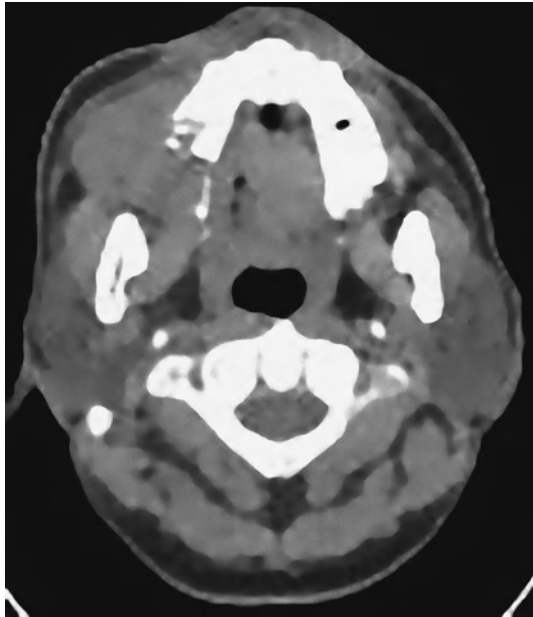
Head CT performed on the first visit showing a mass lesion in the right upper gingiva.
